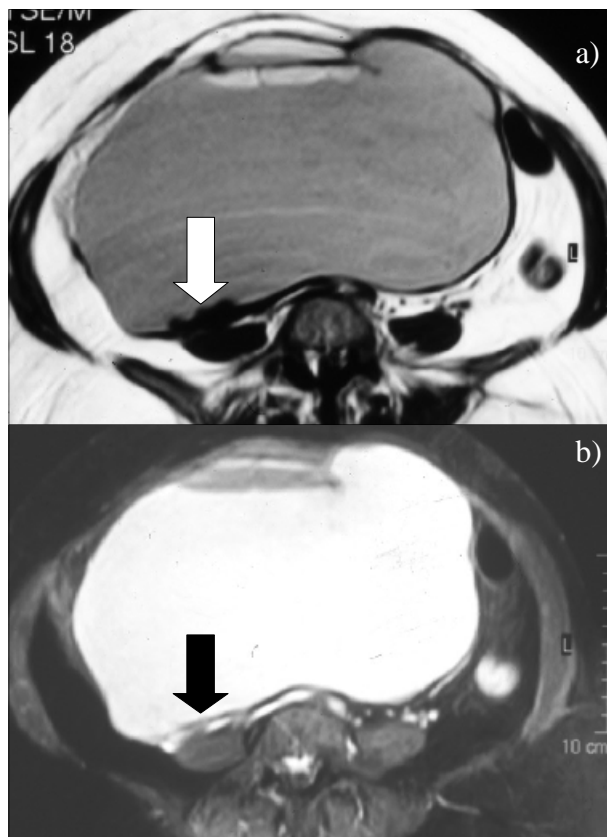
RM pélvica: teratoma maduro quístico gigante com degenerescência em carcinoma pavimento-celular a) Ponderação em T1: observa-se espessamento irregular da parede posterior à direita (seta branca). b) Ponderação em T1 com saturação de gordura, após administração de gadolínio: houve captação de contraste na zona espessada (seta preta), a qual se confunde com o hipersinal do líquido mucinoso que preenche a maior parte da cavidade quística.
